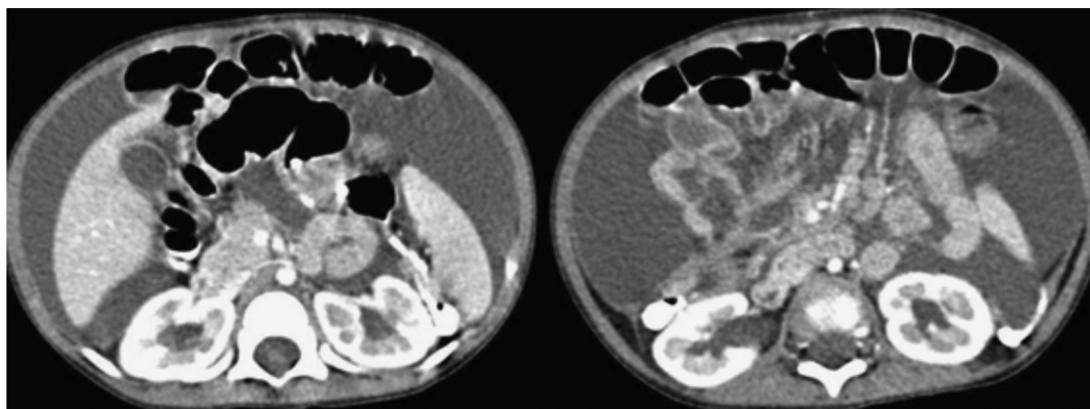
Tomografía de abdomen: gran cantidad de ascitis, cuya causa no se logra precisar; hígado, páncreas y riñones de tamaño y aspectos normales, no presencia de tumor primario ni metástasis. Sin adenomegalias ni masas. Las estructuras vasculares tienen calibre normal. Tracto digestivo sin lesiones.
